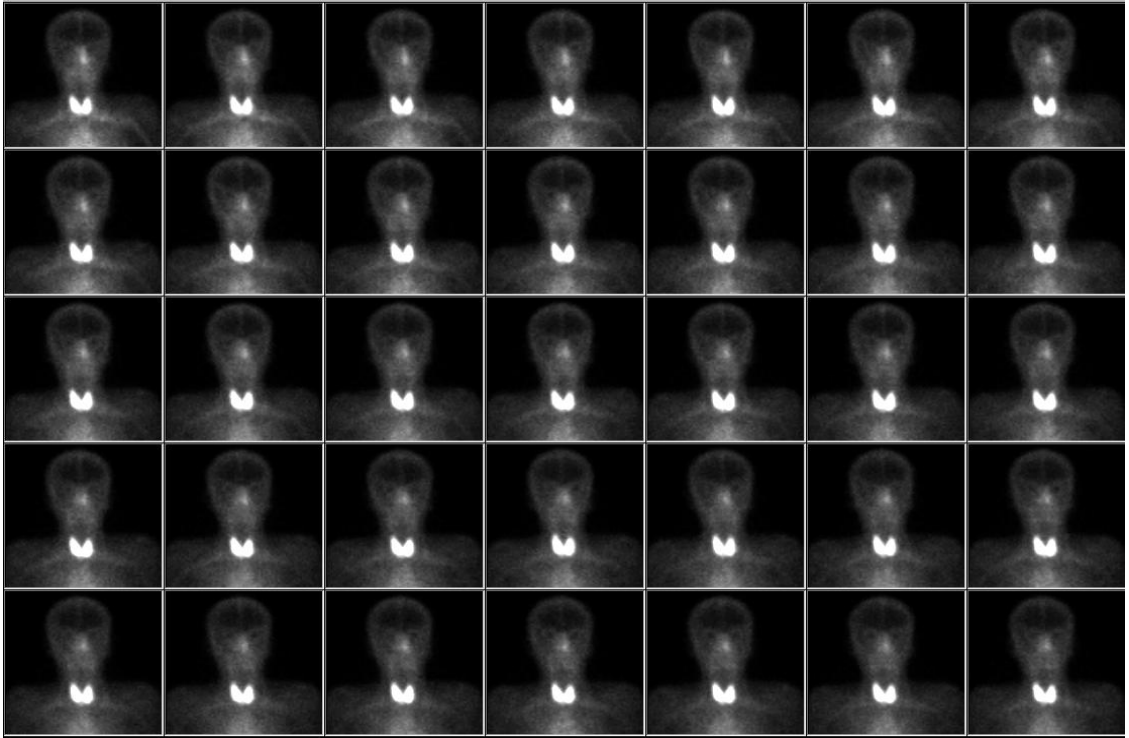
Normal bir olgunun tkrk bezi sintigrafisi grnts x ile iřaretli blmde limon sitimulasyonu sonucu parotis ve submandibular bezlerde aktivitenin bořaldığı izlenmektedir
